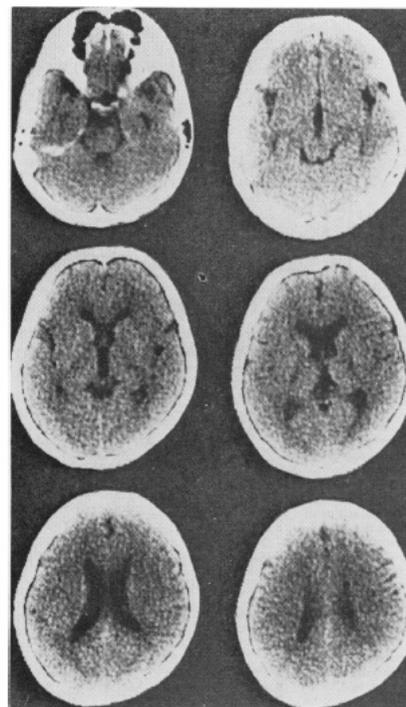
CT scan of a 20-year-old youth with Duchenne dystrophy. There was slight enlargement of the interhemispheric fissure and both Sylvian fissures; the cerebral convexity sulci were also apparent.
